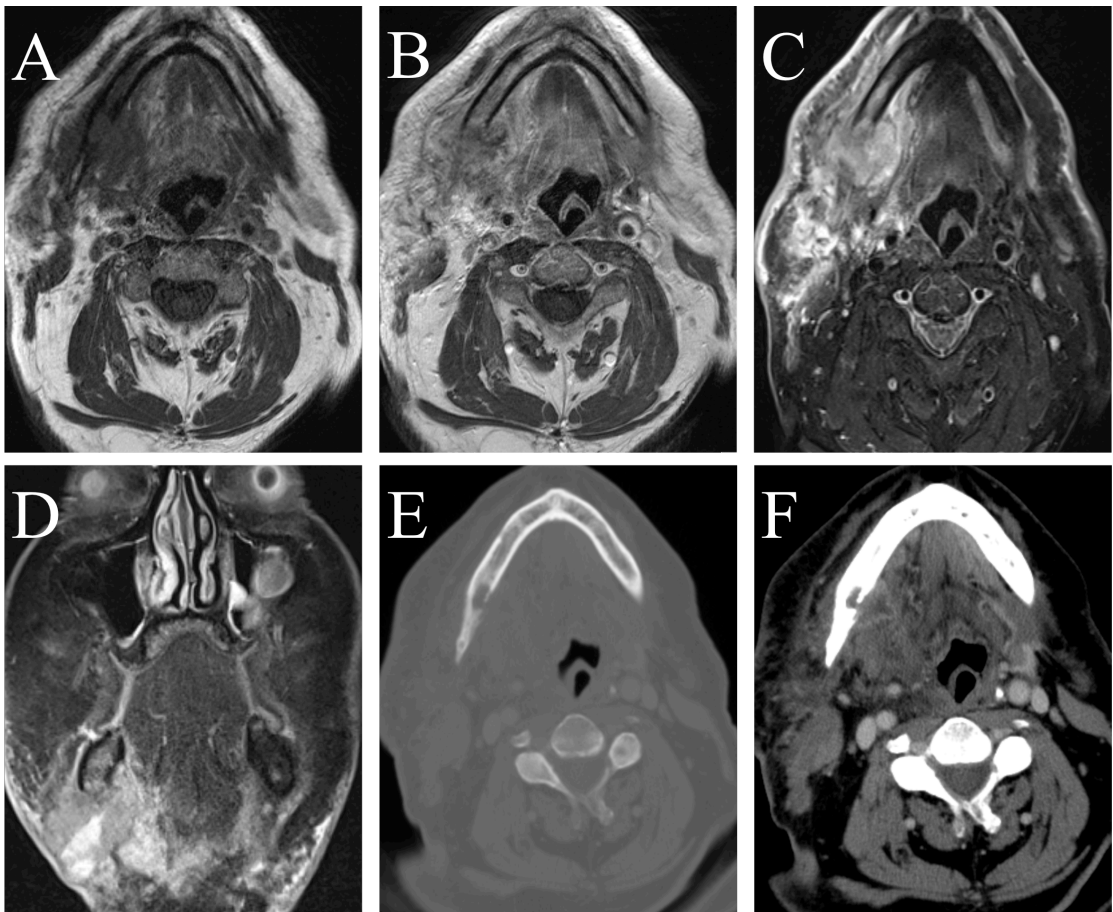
HNSCC der Mandibula in MRT (A-D) und CT (E+F)
